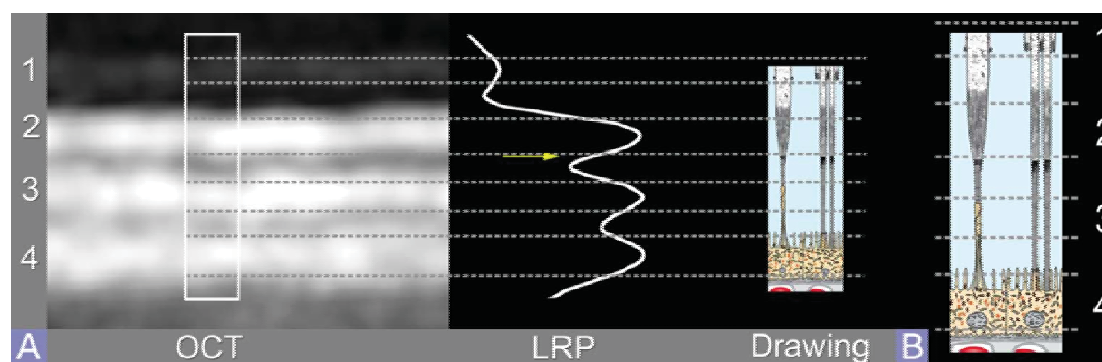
Correlación anatómica de las diferentes líneas hiper-reflectivas en retina externa. Tomada de “Anatomical correlates to the Bands seen in the outer retina by optical coherence tomography” Spaide R., Curcio C. Retina, 2011.
